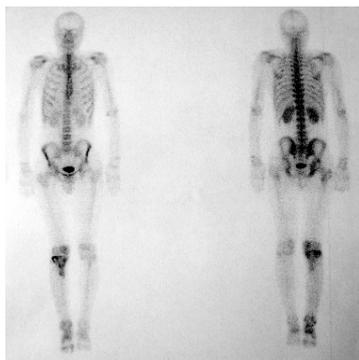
Сцинтиграмма скелета пациента
